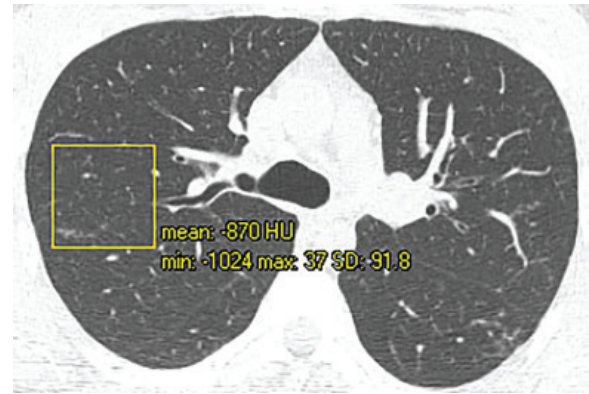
Пацієнтка М., 48 років, КТ ОГП, аксіальний зріз: ознаки поширеного помірного інтерстиційного фіброзу легень (2 бали)
